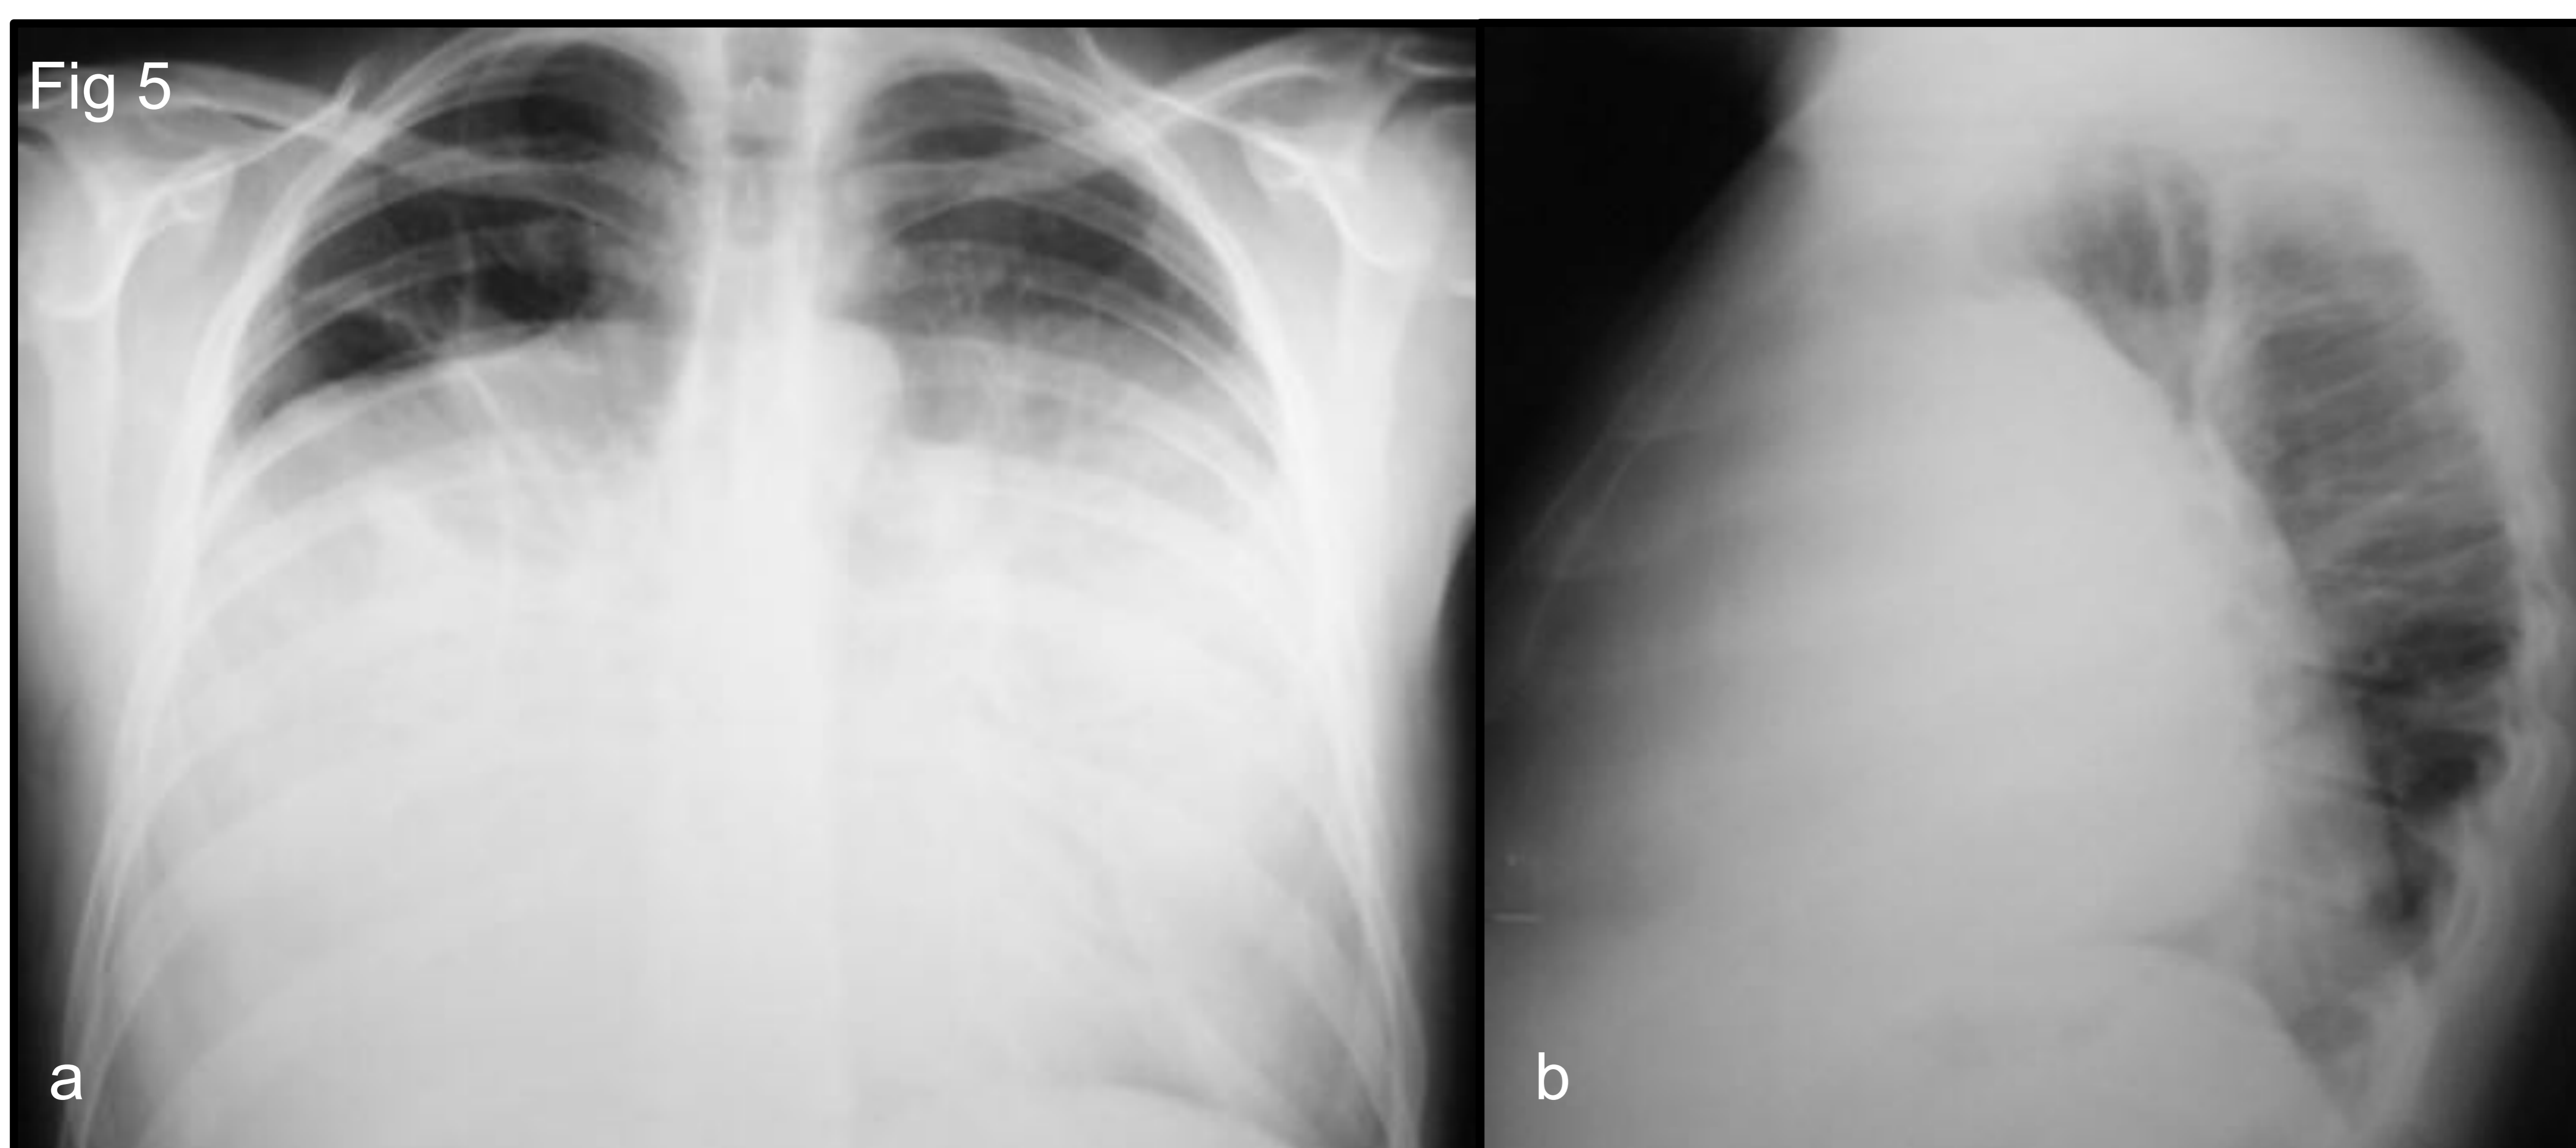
Hombre de 33 años. Radiografía de tórax PA (a) y L (b) que muestra una extensa lesión que ocupa los 2/3 basales de ambos hemitórax, de bordes bien definidos.
